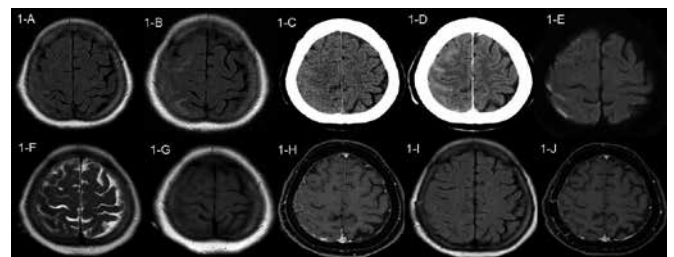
Head computed tomography (CT) and brain magnetic resonance imaging (MRI) findings.
